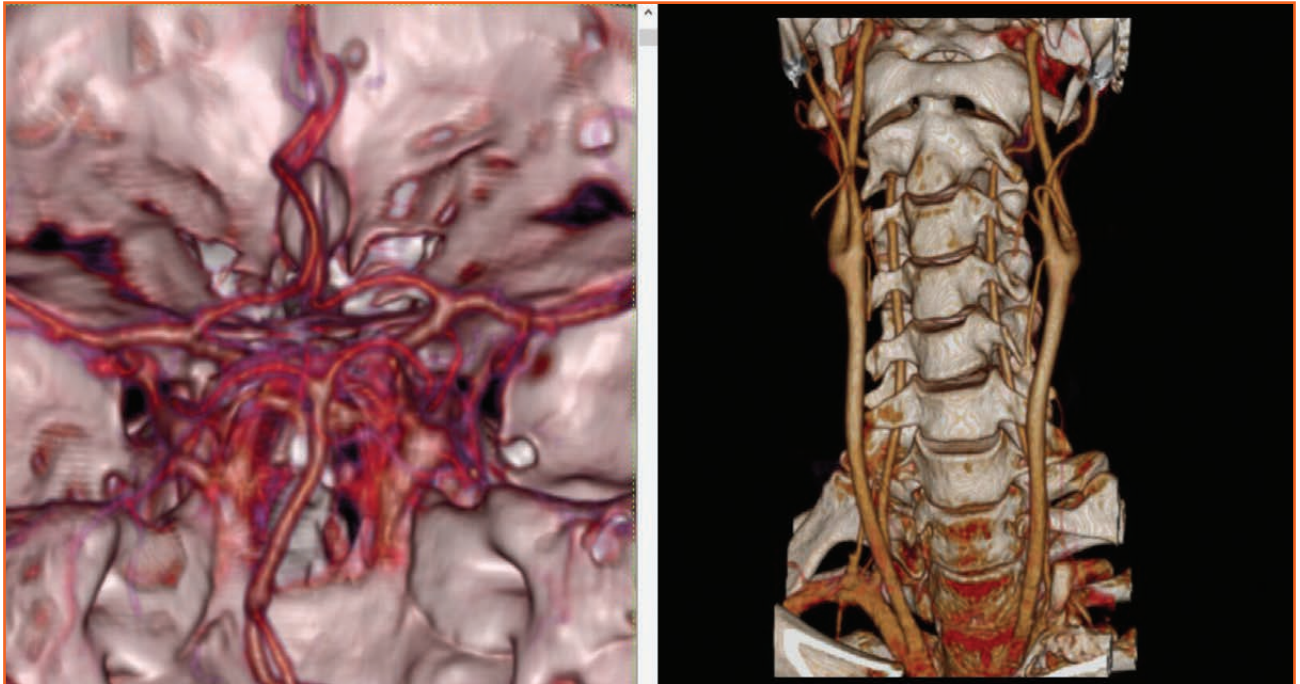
КТ-ангиография (3D-реконструкция) пациента О.
